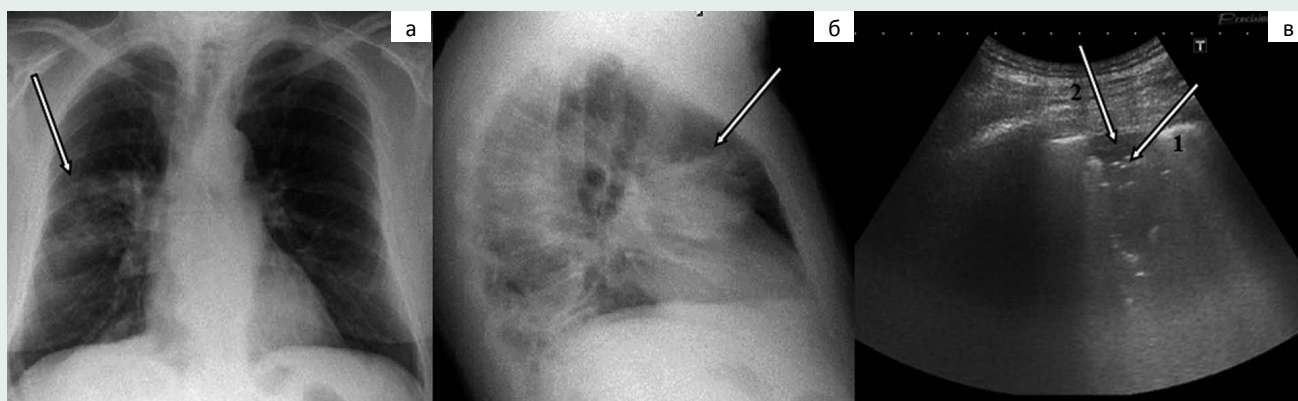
Рентгенограмма органов грудной клетки в прямой (а), боковой (б) проекциях и ультразвуковое исследование легких в день поступления по «скорой помощи» (в): рентгенологическая картина плевропневмонии справа S3, S4 (а, б) и ультразвуковая картина плевропневмонии в S3 справа (в) с элементами «воздушной бронхограммы» (1) в гипозоногенном воспалительном инфильтрате (2)
